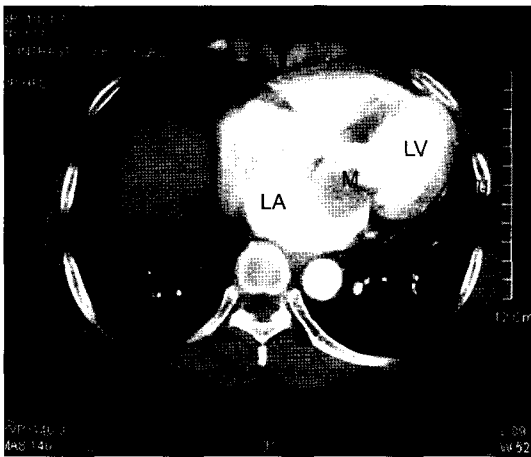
Preoperative contrast chest CT show a large mass obstructing the orifice of mitral valve in the left atrium. LA=left atrium; LV=left ventricle; M=myxoma.
